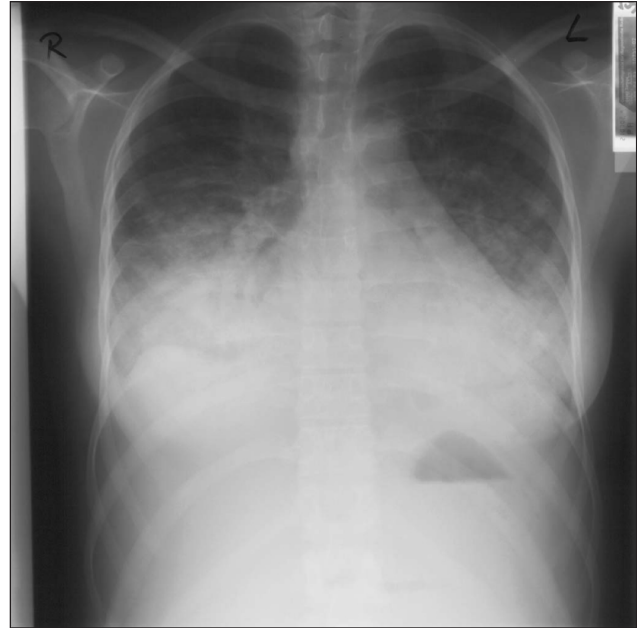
Röntgen-Thorax vor Übernahme der Patientin in die Universitätsfrauenklinik.
